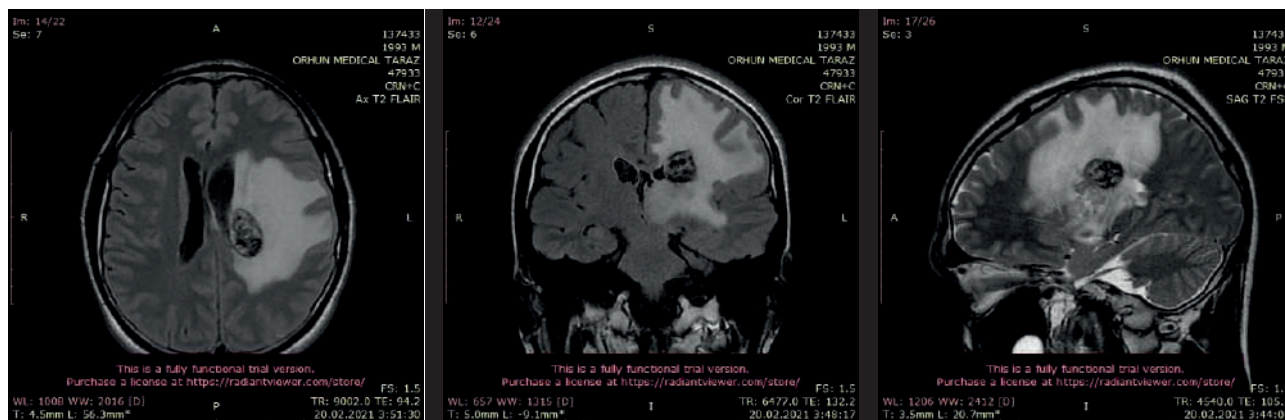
МРТ-головного мозга до операции: МРТ-картина объемного образования левого полушария (с кровоизлиянием в стromу, перифокальным отеком и дислокацией срединных структур) (А – аксиальная проекция, Б – коронарная проекция, В – сагитальная проекция)
